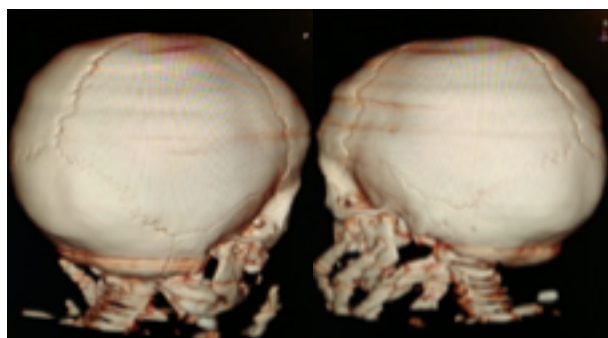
Tomografía computada de encéfalo con reconstrucción tridimensional volumétrica. Ausencia de signos de fractura a los 8 meses de seguimiento.
